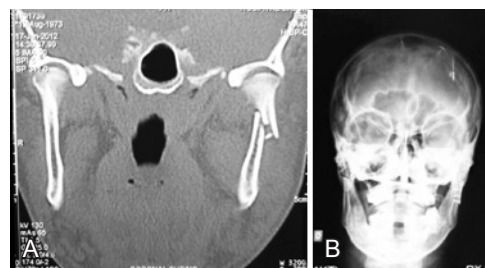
Paciente C.A.L. Em A, tomografia computadorizada pré-operatória. Em B, radiografia pós-operatória.
